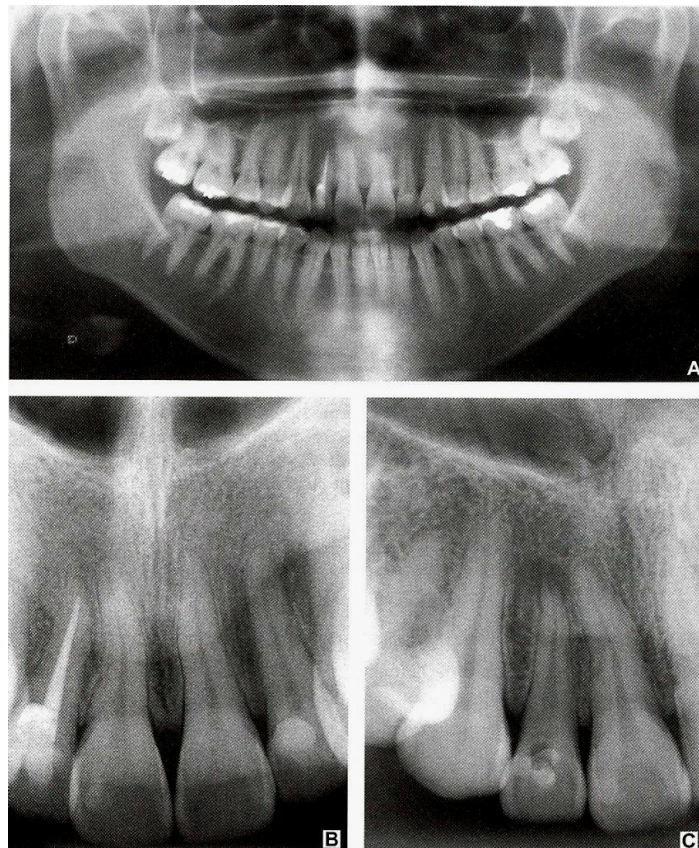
Comparação entre radiografia panorâmica e radiografia periapical no diagnóstico de reabsorção.
